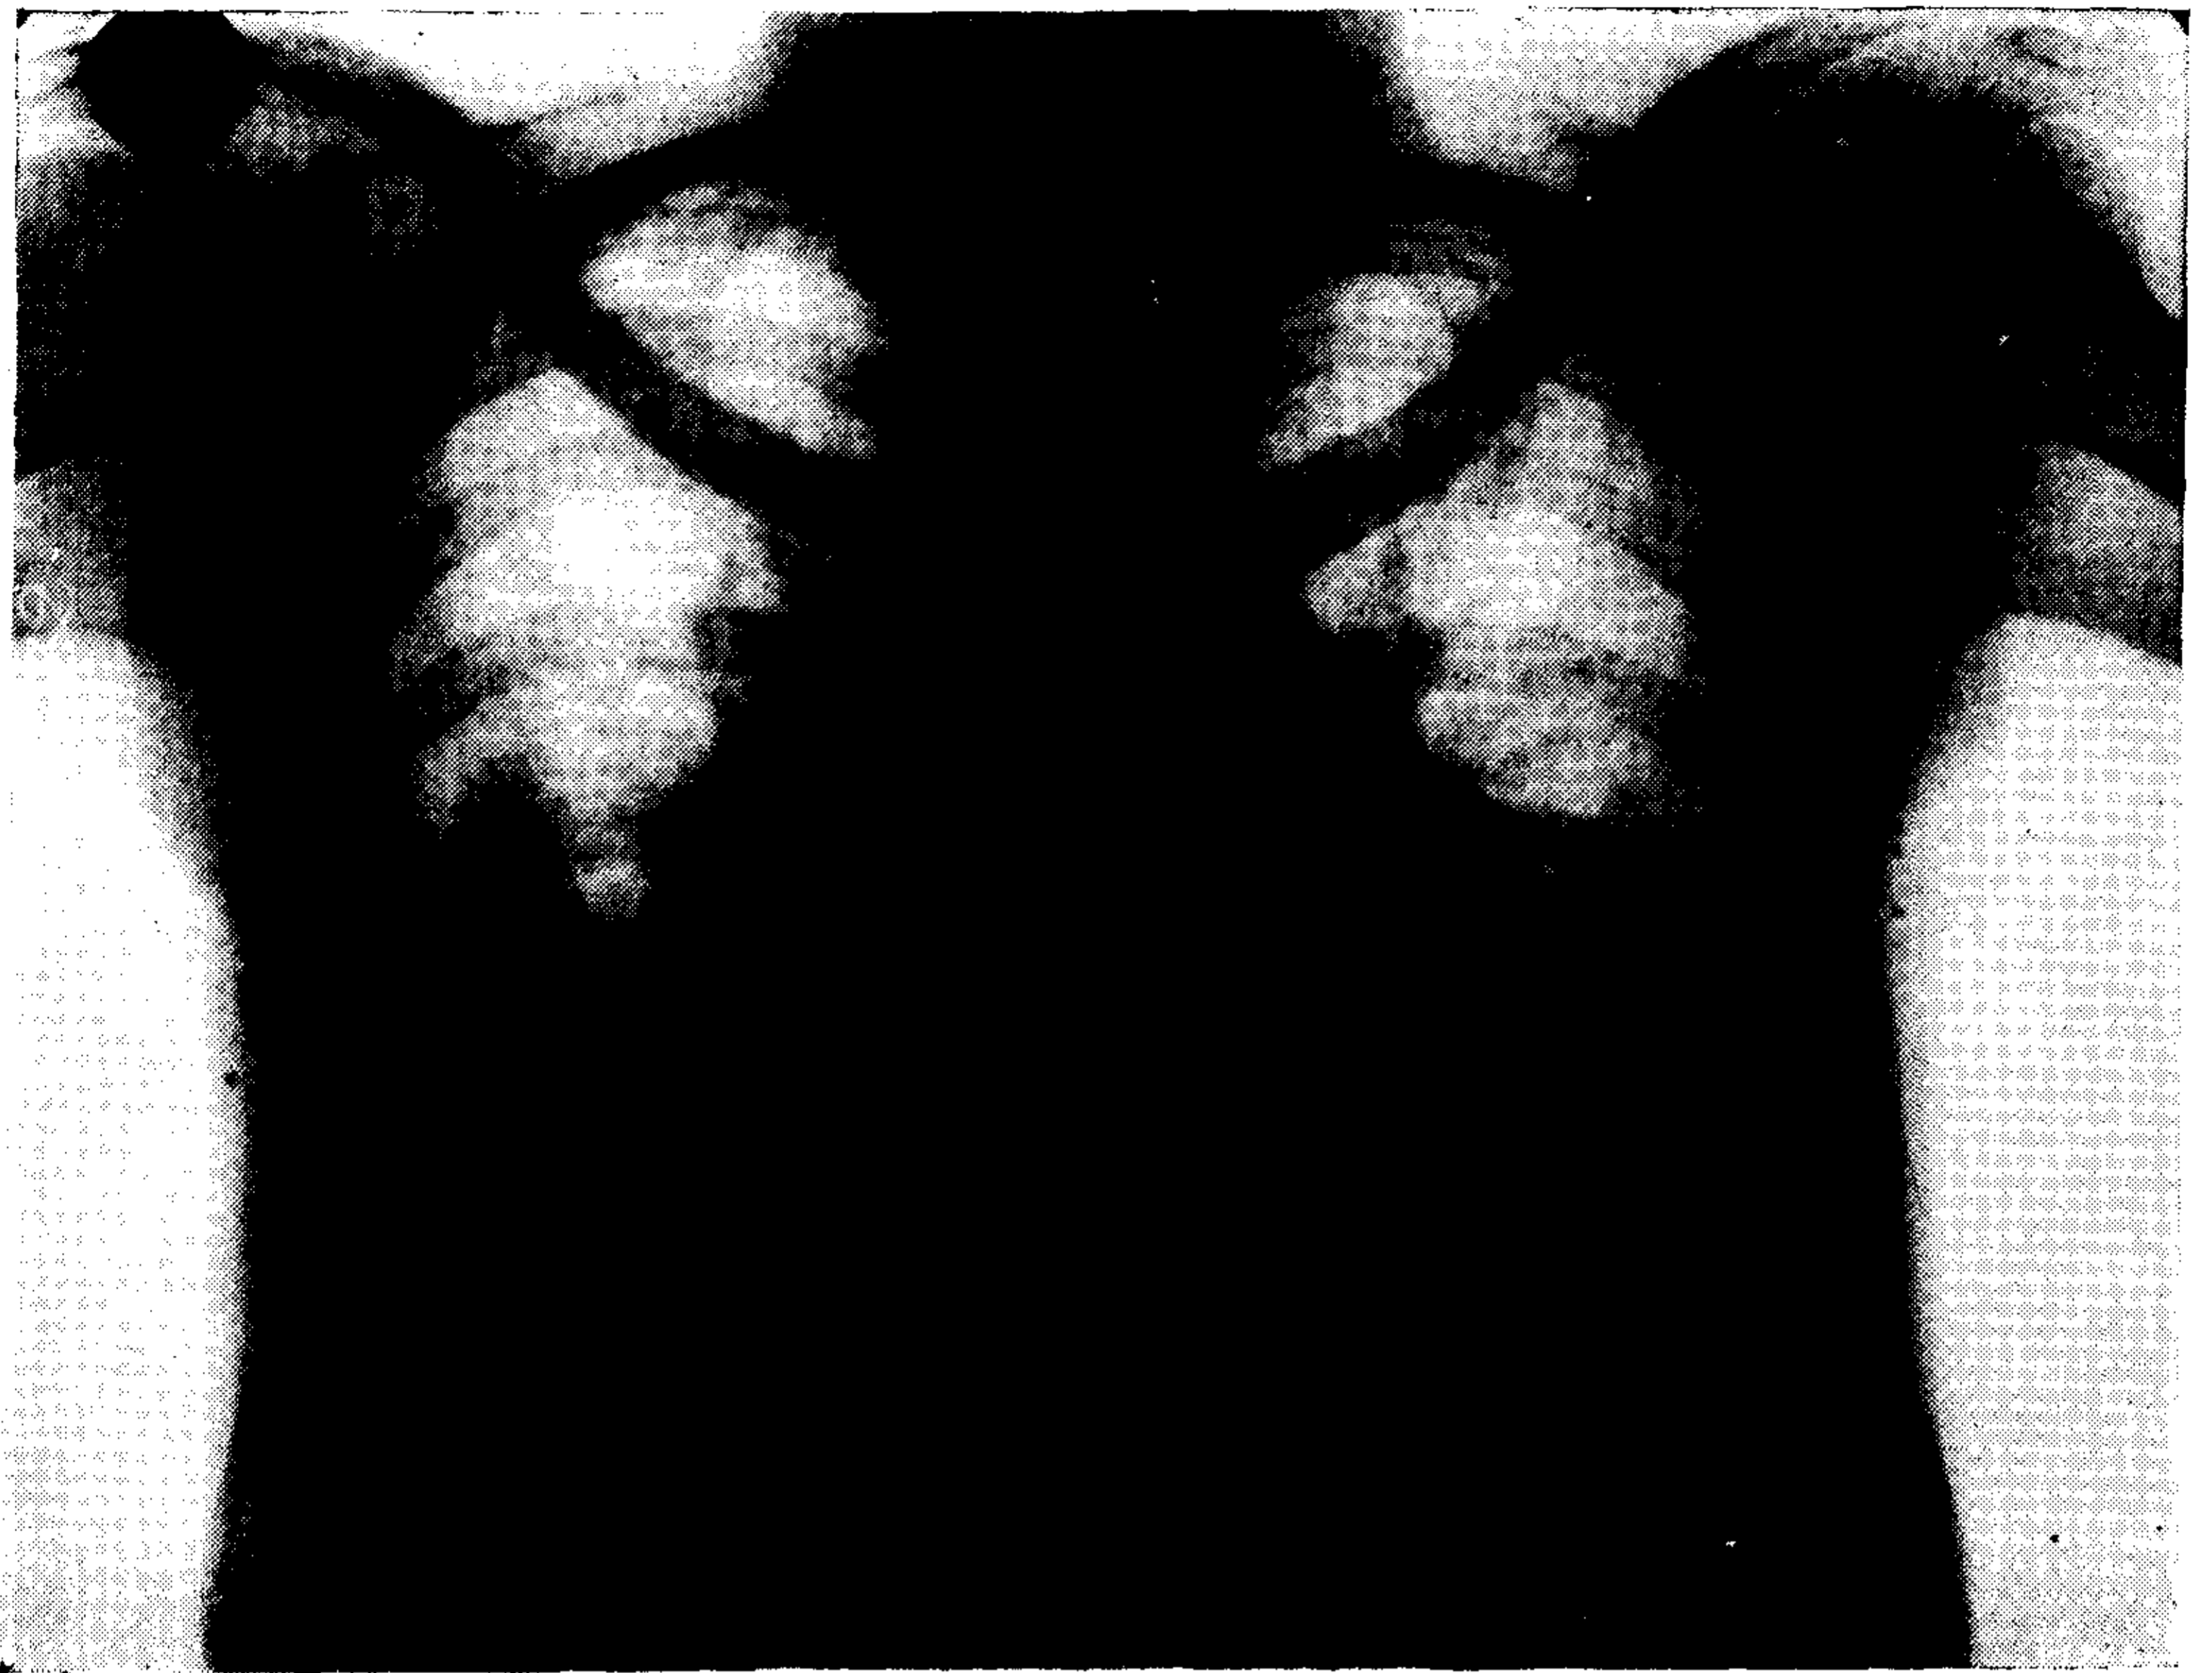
Segunda tele-radiografía de tórax (2 - 2 - 72)
